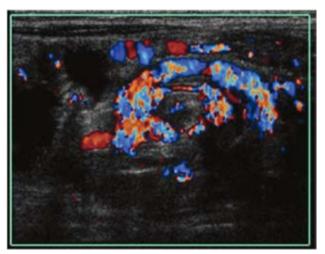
Lactante de 7 meses: Doppler color evidencia vólvulo de intestino medio, en paciente malrotado.
